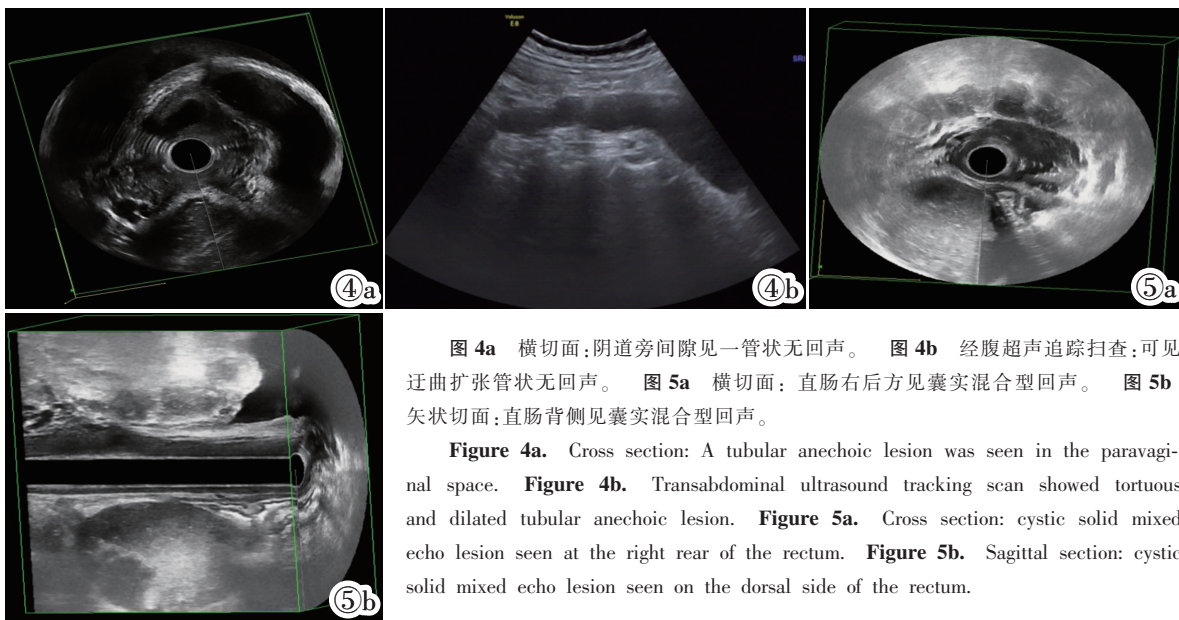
横切面:阴道旁间隙见一管状无回声。图 4b 经腹超声追踪扫查:可见迂曲扩张管状无回声。图 5a 横切面:直肠右后方见囊实混合型回声。图 5b 矢状切面:直肠背侧见囊实混合型回声。
